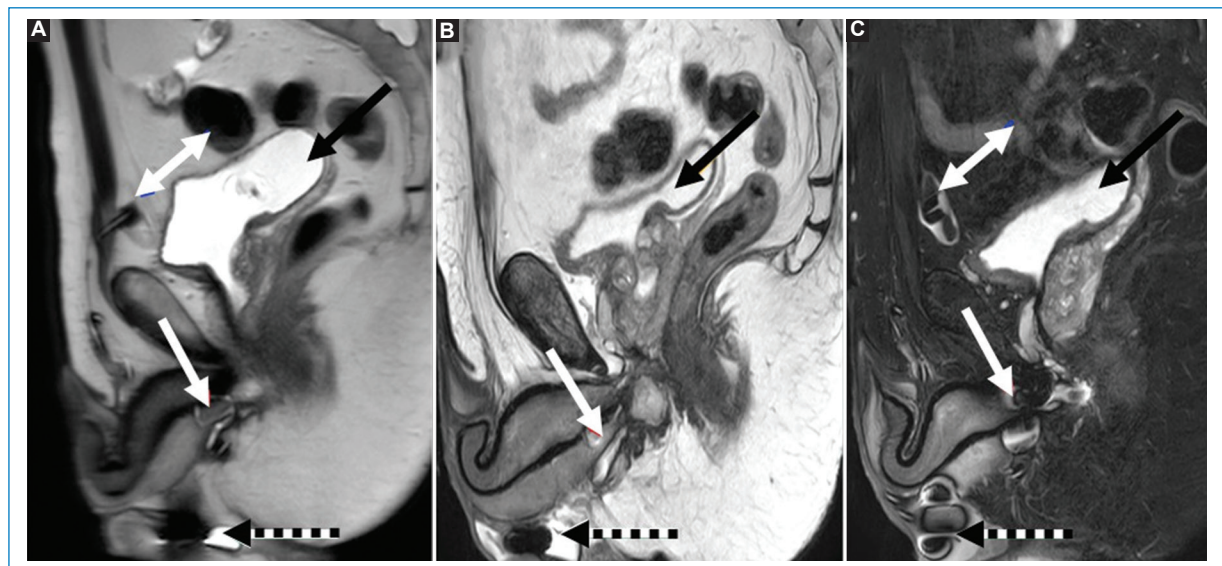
(A-C) RM de pelvis. T2 TSE y T2 TSE FAT SAT sagital. Leve disminución del contenido vesical (flecha negra) durante la realización del examen y previo a la activación del dispositivo. El manguito se encuentra normosituado, pero acodado y con pérdida de la morfología normal (flecha blanca). La bomba de activación bien situada en el escroto, sin alteraciones (flecha líneas discontinuas). El reservorio se encuentra sin líquido y disminuido de volumen (flecha blanca doble punta).
